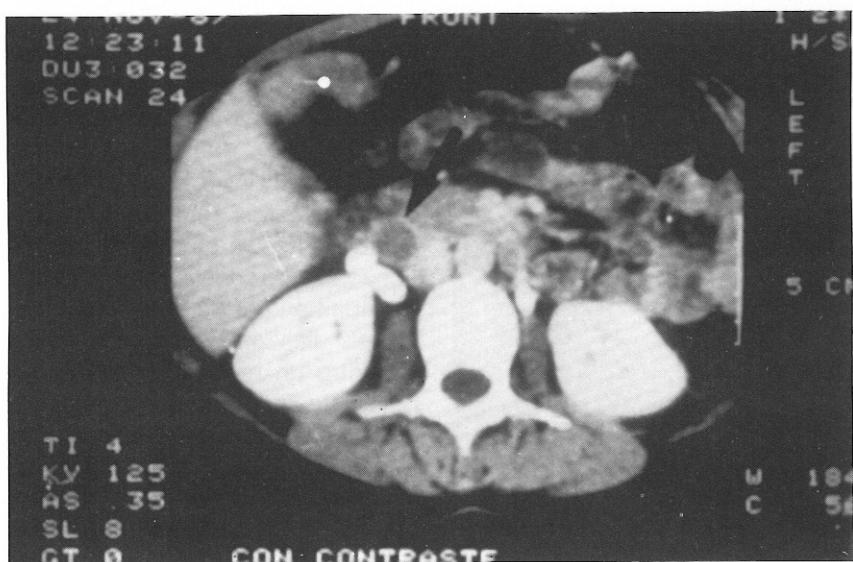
TAC abdominal con contraste: Trombosis completa de la vena ovárica derecha (flecha) de diámetro similar al de la contigua vena cava, que a este nivel no contiene trombo.
